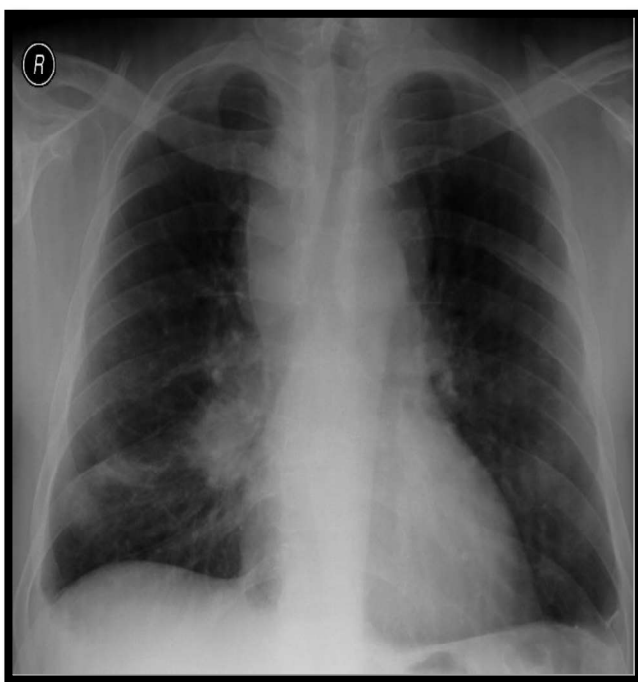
Homem de 33 anos com febre e perda de peso há seis meses. A radiografia de tórax revelou alargamento mediastinal devido à presença de linfonodomegalias paratraqueais e subcarinal.
